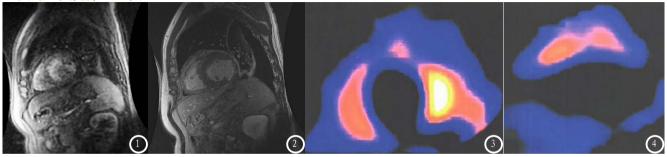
患者女性,65岁,MRI心肌灌注扫描显示左室后壁中间段心肌灌注降低,图2 为同一患者的MRI延迟增强扫描,图像显示左室后壁中间段透壁性心肌梗死;图3 患者男性,52岁,SPECT心肌灌注图像显示,左室前壁、间壁、下壁及后壁放射性缺损,图4 为同一患者的左室垂直场周围心肌灌注图像,图像显示结果一致。
